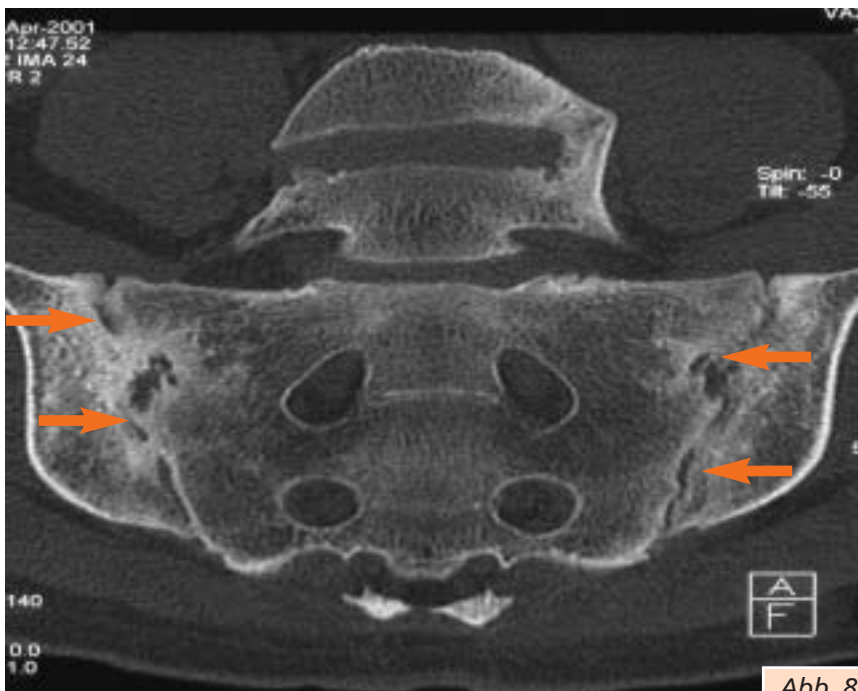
Mehrschicht-Spiral-CT der SI-Gelenke: Bilateral rechts asymmetrische erosive Sakroiliitis bei Spondylitis ankylosans
